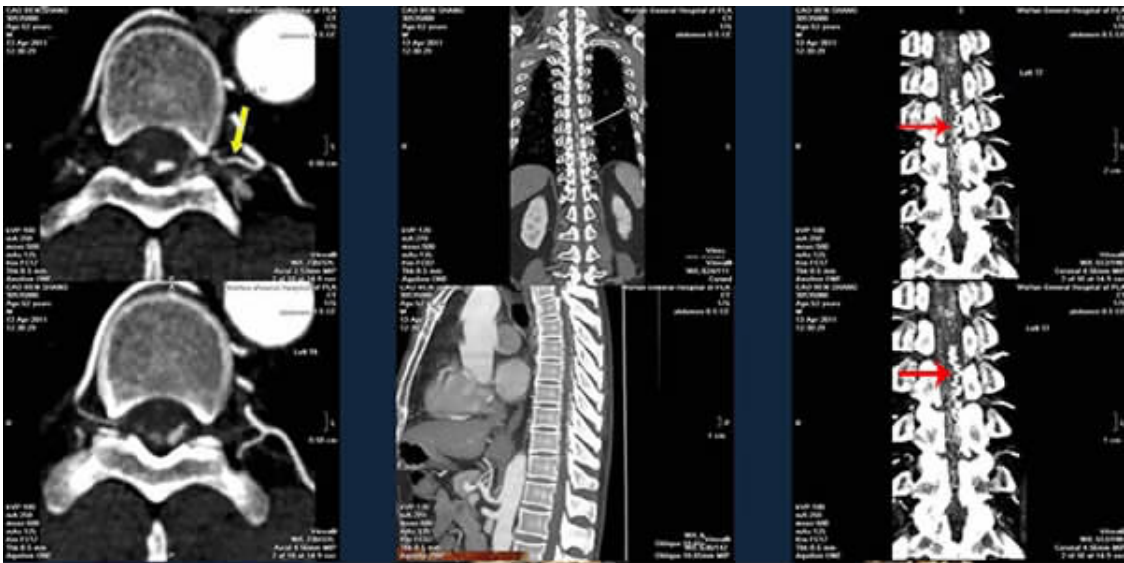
SDAVF 脊髓 320-CTA, ↑ 示脊髓表面引流静脉
